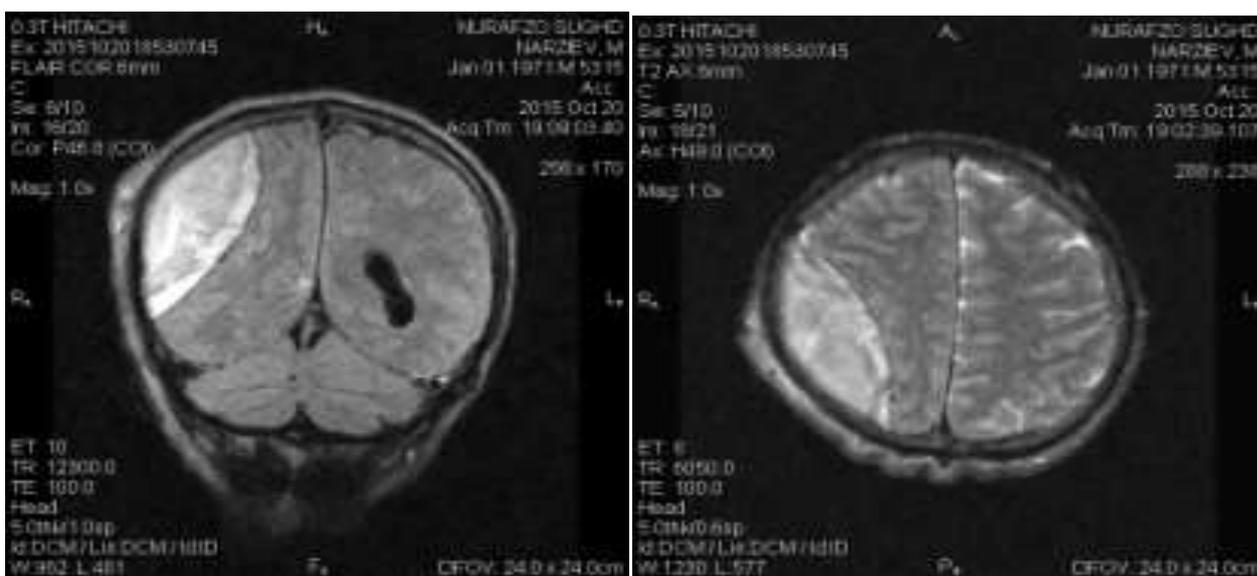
МРТ. На фронтальном и аксиальном срезе в проекции теменно-затылочной области справа отмечается субдуральная гематома
